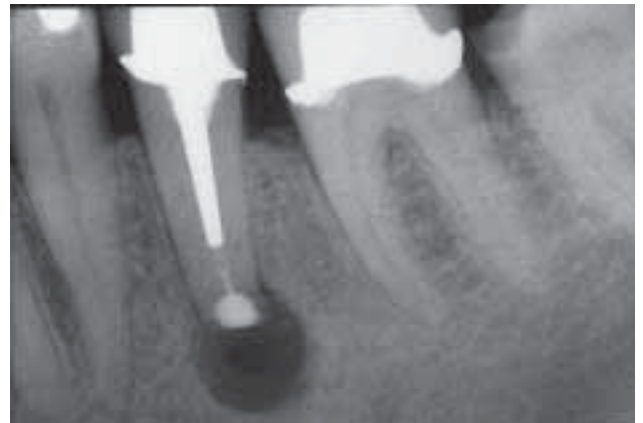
Postoperative Röntgenaufnahme nach periapikaler Chirurgie 35 und retrogradem Verschluss mit Retroplast.
